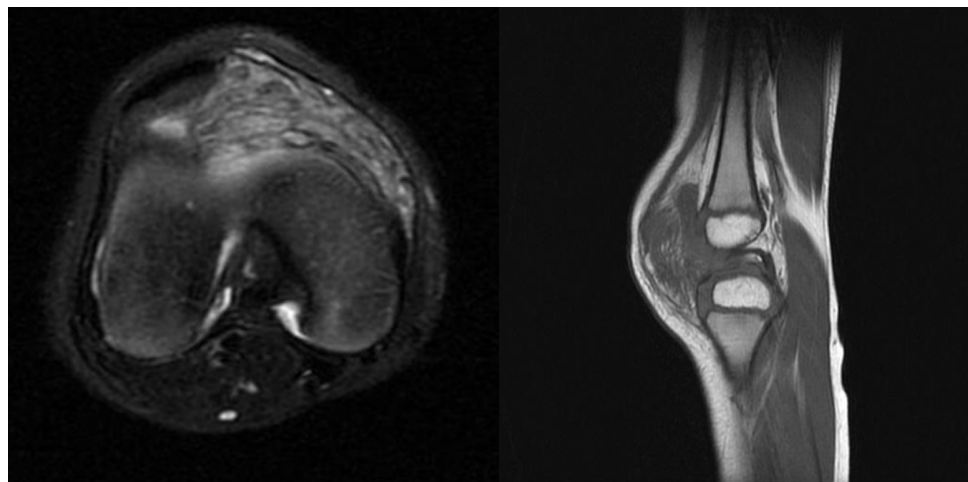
MRI图像：右膝内侧髌下脂肪垫内可见团片状异常信号，T1呈低信号，T2呈高信号
